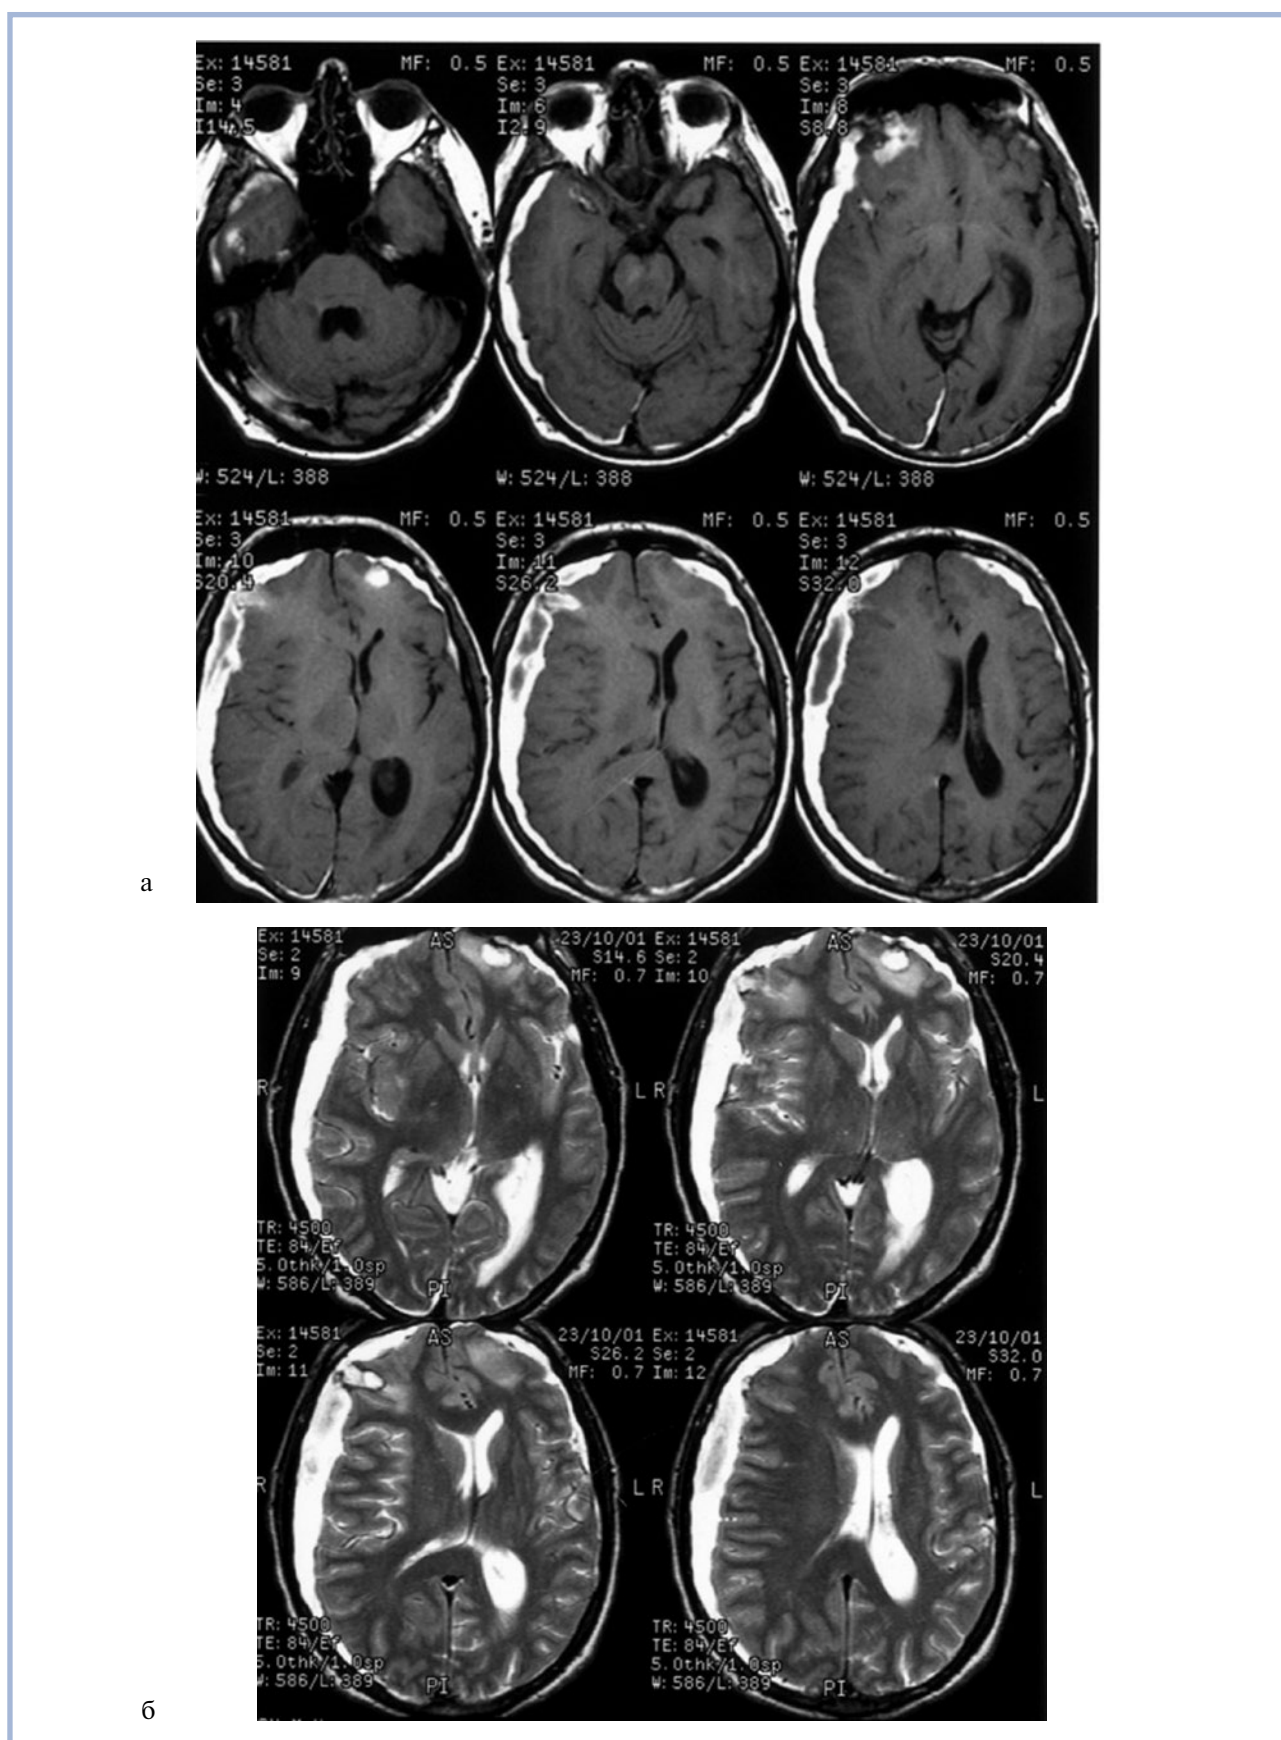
Больной П. МРТ при поступлении.
